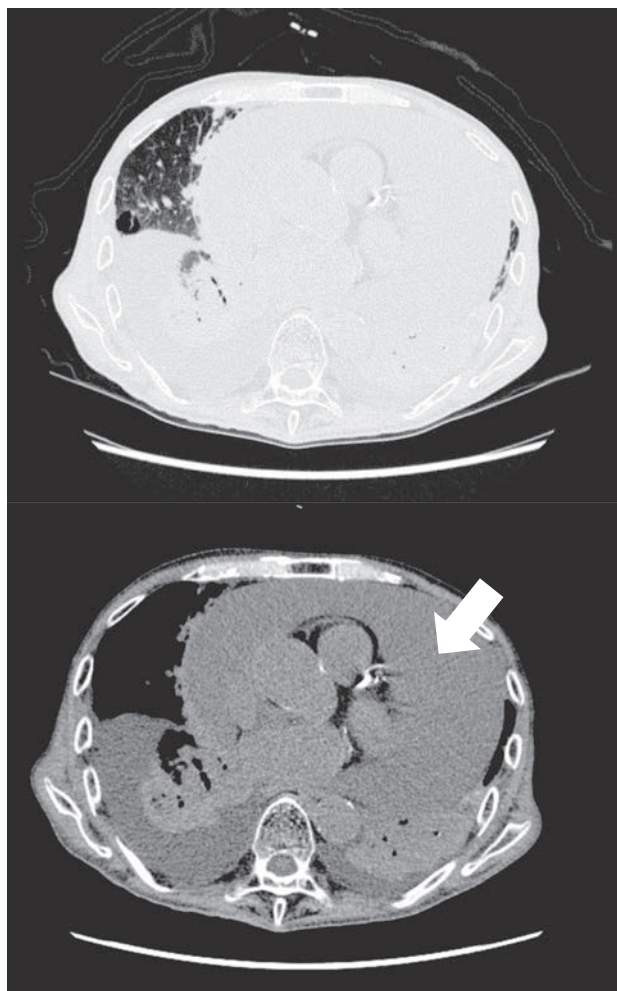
来院時胸腹部単純 CT (上：肺野条件、下：縦隔条件)
